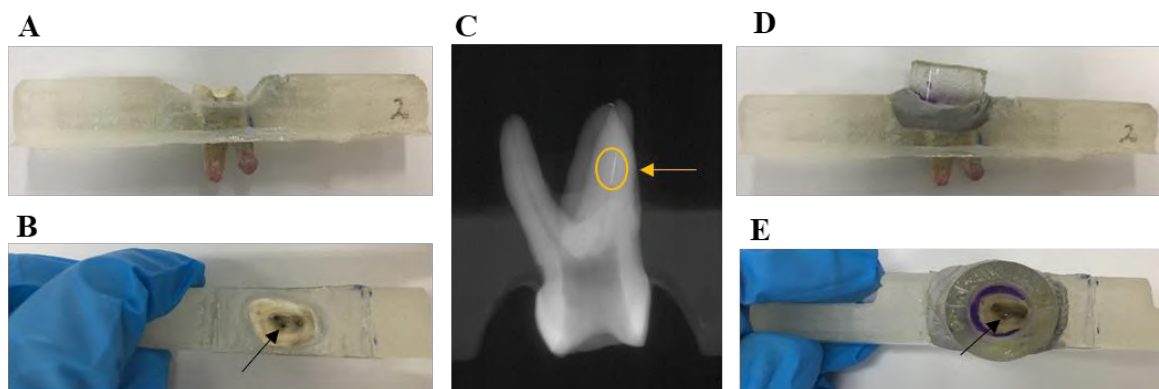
Preparo do dente para os ensaios de dissolução eletroquímica. (A - B) Dente com lima de níquel-titânio fraturada no canal disto- vestibular no terço médio. (C) Radiografia inicial com lima fraturada no terço médio. (D - E) Dente com lima fraturada no canal disto-vestibular no terço médio e reservatório de acrílico acoplado.
